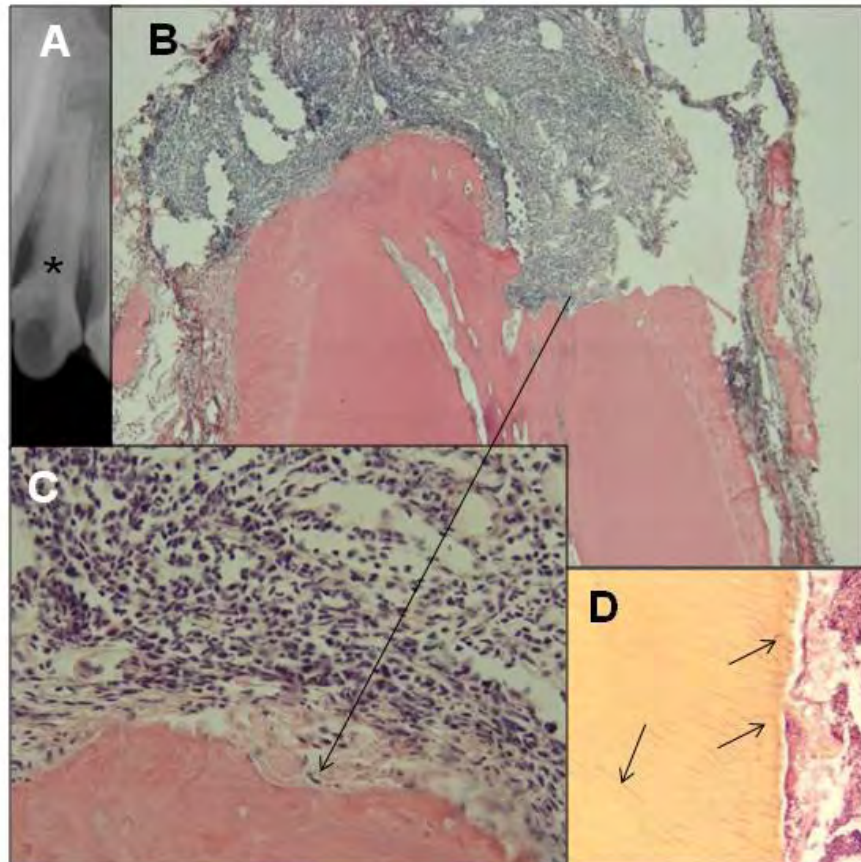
Imagens representativas do grupo controle positivo. (A) Radiografia do incisivo intermediário superior direito (*), 180 dias após pulpectomia [Original - Rx]. (B) Aspecto panorâmico [x100 - H.E.]. (C) Infiltrado inflamatório severo e intensas áreas de reabsorção (*seta*) [x400 - H.E.]. (D) Bactérias Gram negativas contidas em túbulos dentinários (*setas*) [x400 - B.B.].
